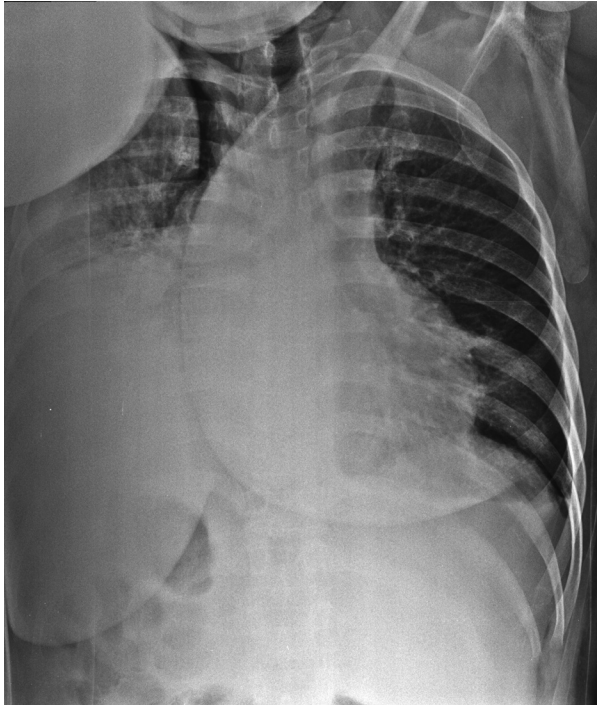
Radiografía en decúbito lateral izquierdo que muestra cardiomegalia global y derrame pleural bilateral con desplazamiento hacia el mediastino.
